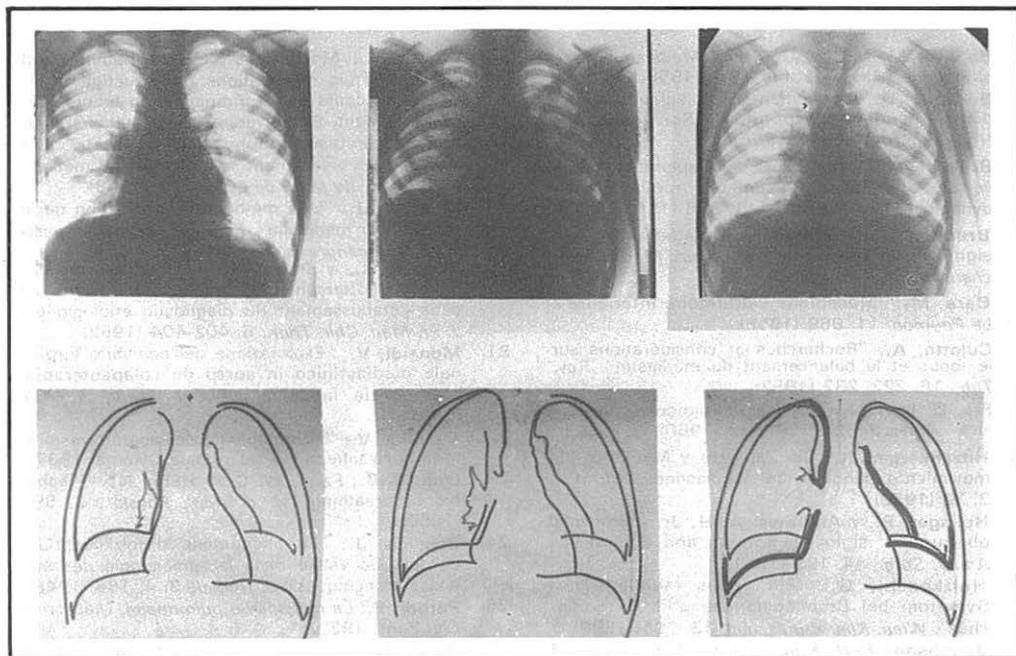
Parte superior. De izquierda a derecha radiografías en inspiración forzada, espiración forzada lenta y espiración forzada rápida. Parte inferior, de izquierda a derecha, calcos de dichas radiografías, respectivamente, de las dos primeras, de la primera y tercera y de las tres, destacando en trazo grueso la de espiración forzada rápida.
